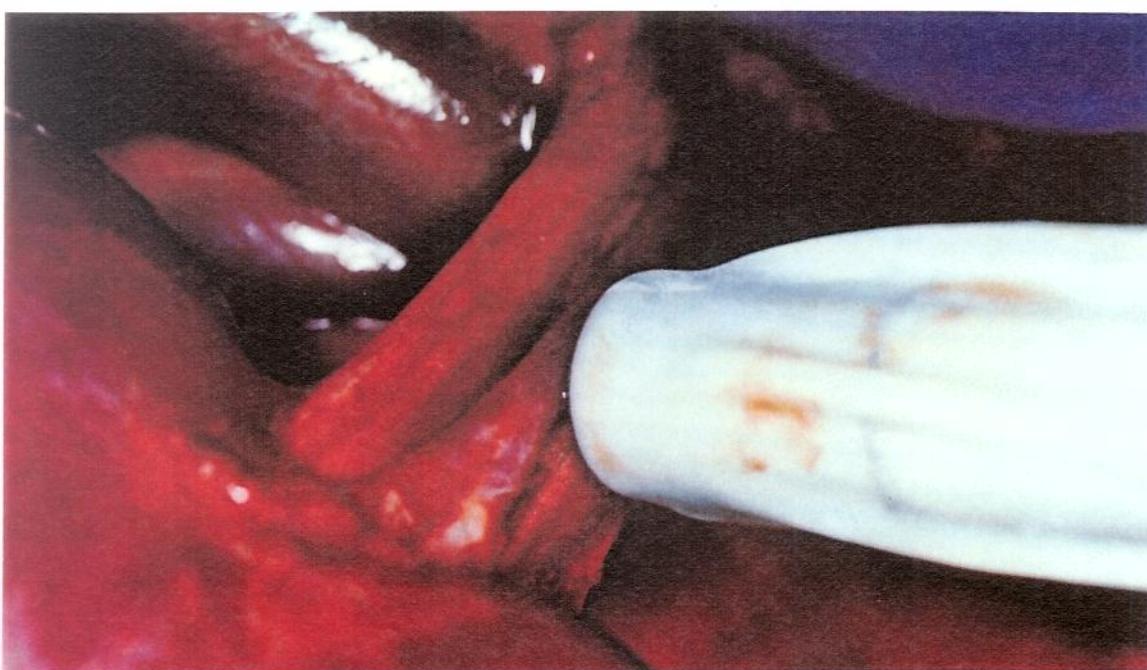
Aspecto da ultra-sonografia com Doppler intra-operatória da artéria renal, utilizando-se o transdutor ultra-sônico protegido por um preservativo estéril.
